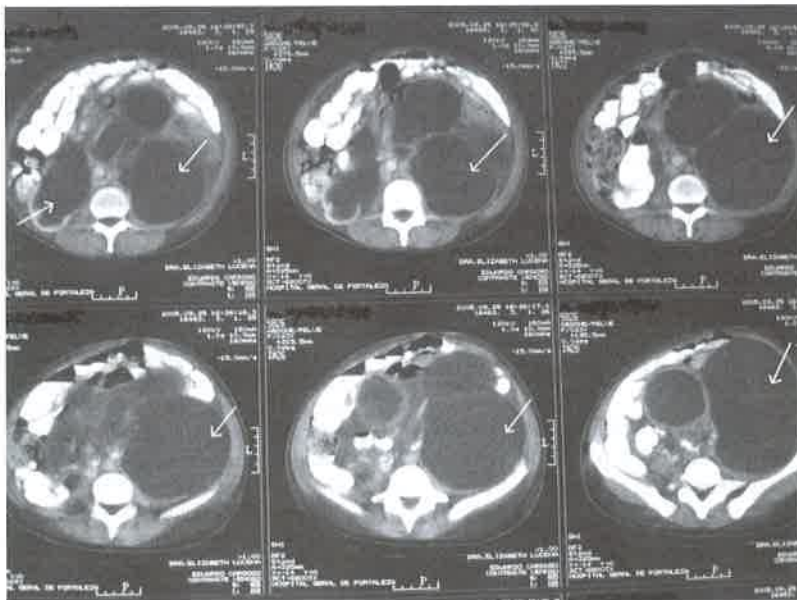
Tomografia computadorizada seqüencial, não-contrastada, mostrando dilatação ureteral grave – megaureter (setas)<sup>43</sup>.
